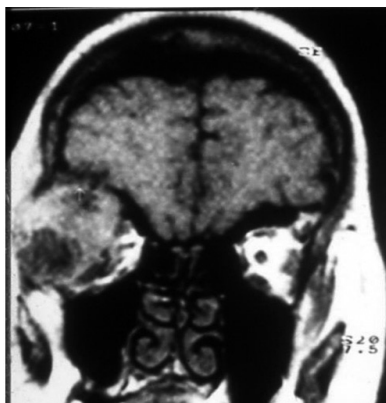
Хворий Г., 56 р. МРТ аденокарциноми слюзової залози з розповсюдженням інтракраніально.
